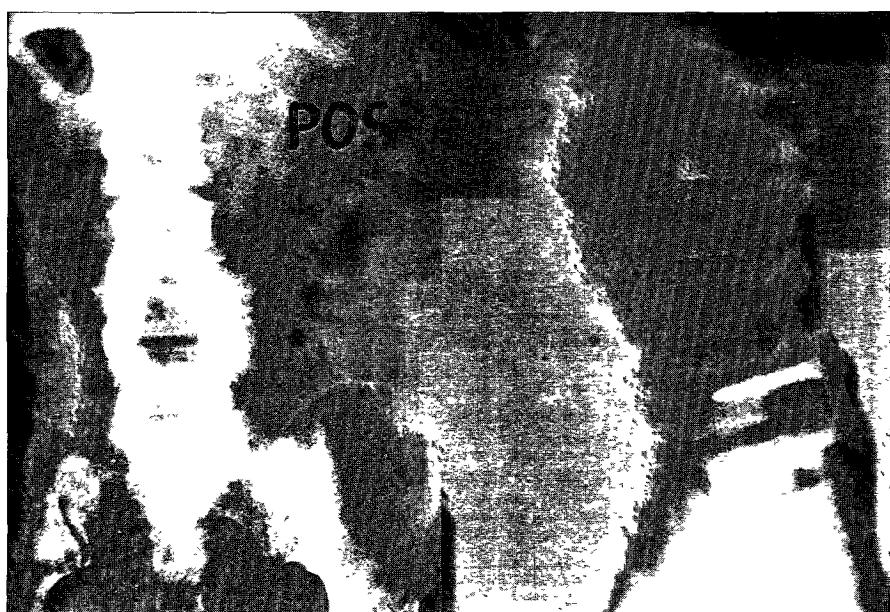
Postoperative X-ray shows reduction state with C D. instrumentation
